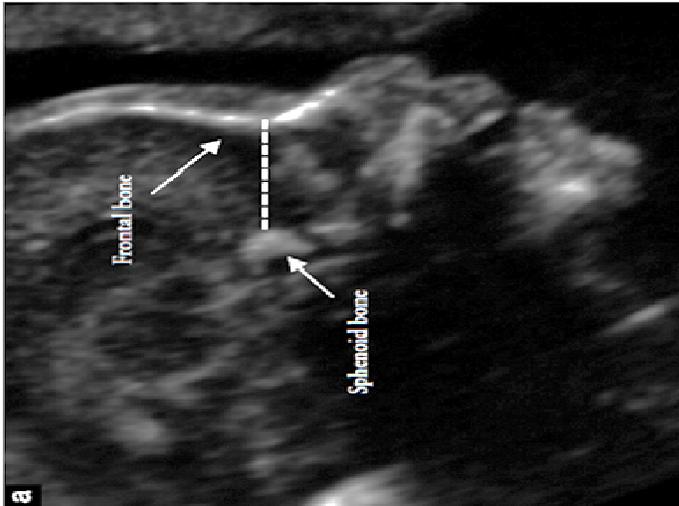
Imagen ultrasonográfica del perfil fetal bajo un corte medio sagital donde se puede visualizar los puntos de reparo (borde anterior del hueso esfenooides y borde más bajo del hueso frontal) para poder realizar la medida correcta de la distancia esfeno frontal. Tomado de Cossellu G, Persico N, D'ambrosi F, Carbone F, Fabietti I, Boito S, Farronato G, Fedele I, Nicolaidis K. Sphenofrontal Distance on three-dimensional Ultrasound in Euploid and Trisomy-21 Fetuses at 16–24 weeks. Gestation. 2016
